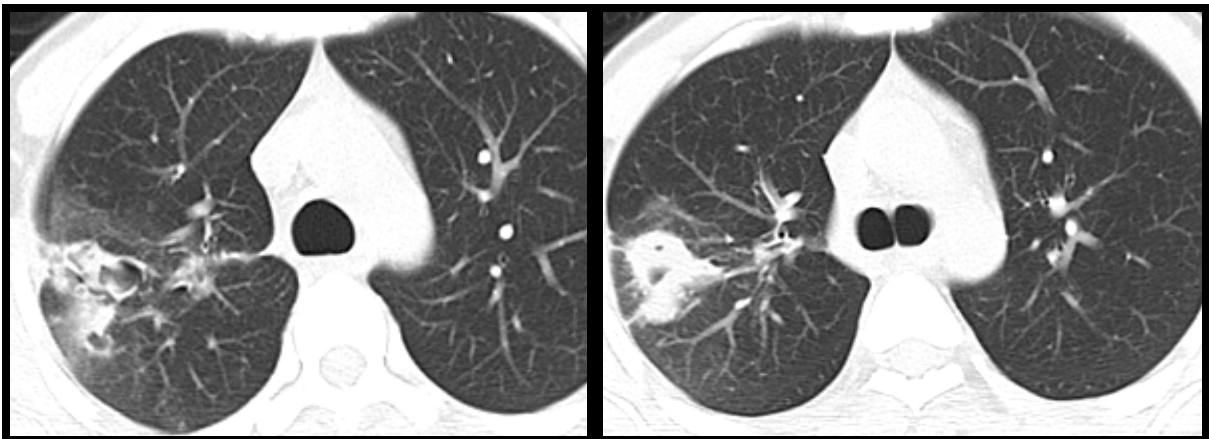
'' : TDM thoracique, coupes axiales, fenêtre parenchymateuse, chez le même malade montrant la nette amélioration des lésions radiologiques sous traitement antibacillaire pendant 2 mois, chez un patient TPMO
